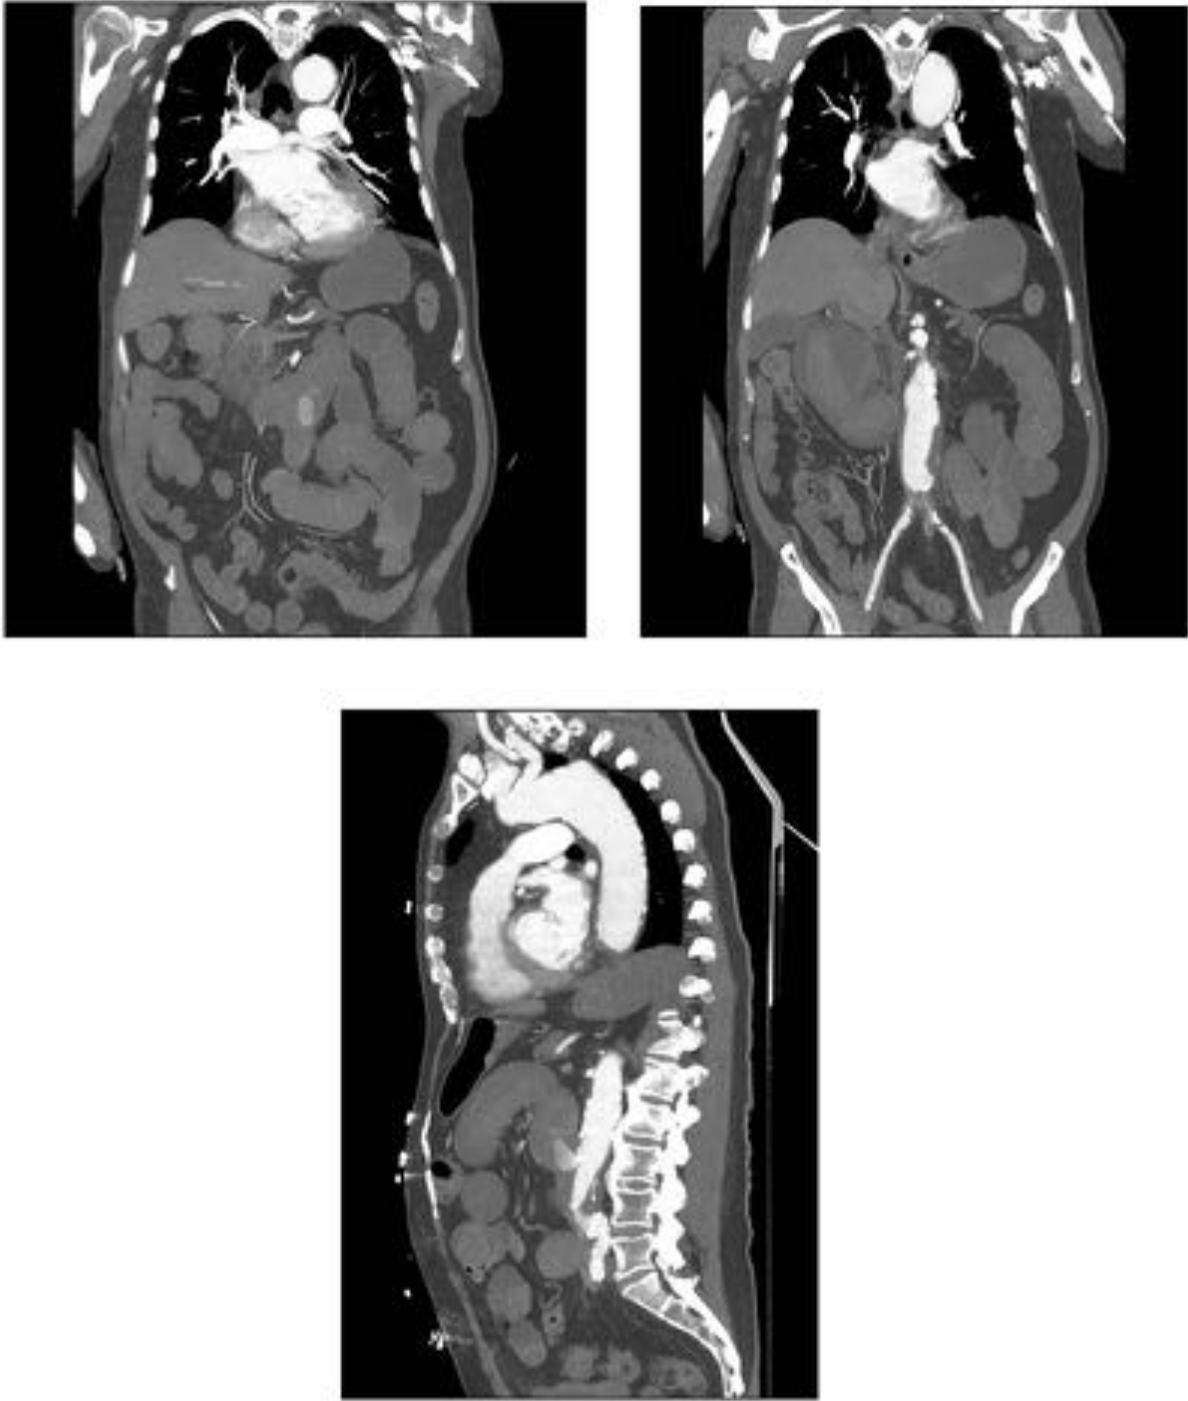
Imágenes coronal y sagital en TC en fase arterial se observa extravasación activa de material de contraste en el lumen del intestino .
